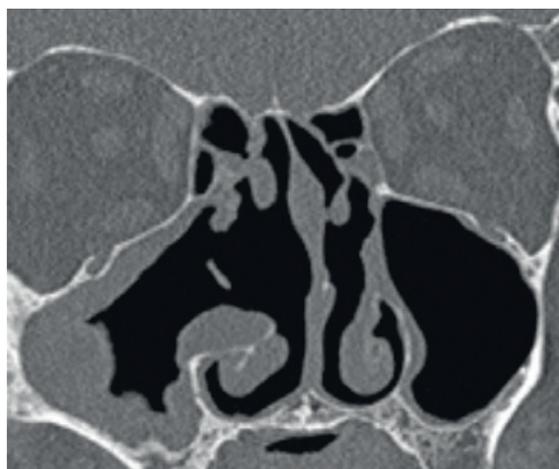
Пациент В. 59 лет. Контрольный КТ ОНП корональная проекция визуализируется единая полость верхнечелюстной пазухи и решетчатого лабиринта справа
